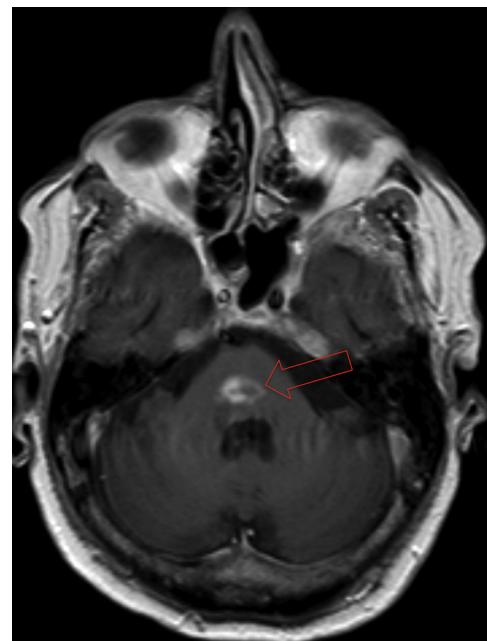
RMN craneal T1 con lesión con realce en anillo en protuberancia.
